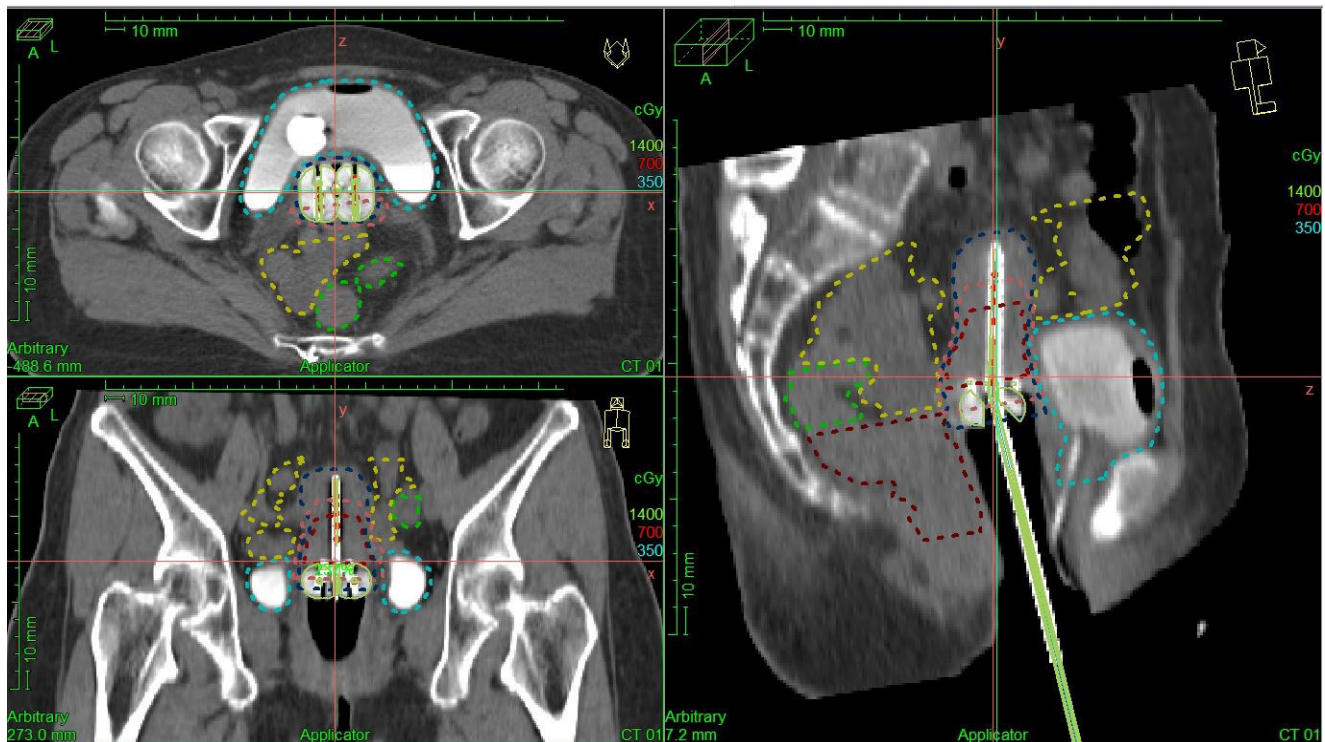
CT-image with target organs at risk and applicator reconstruction.
